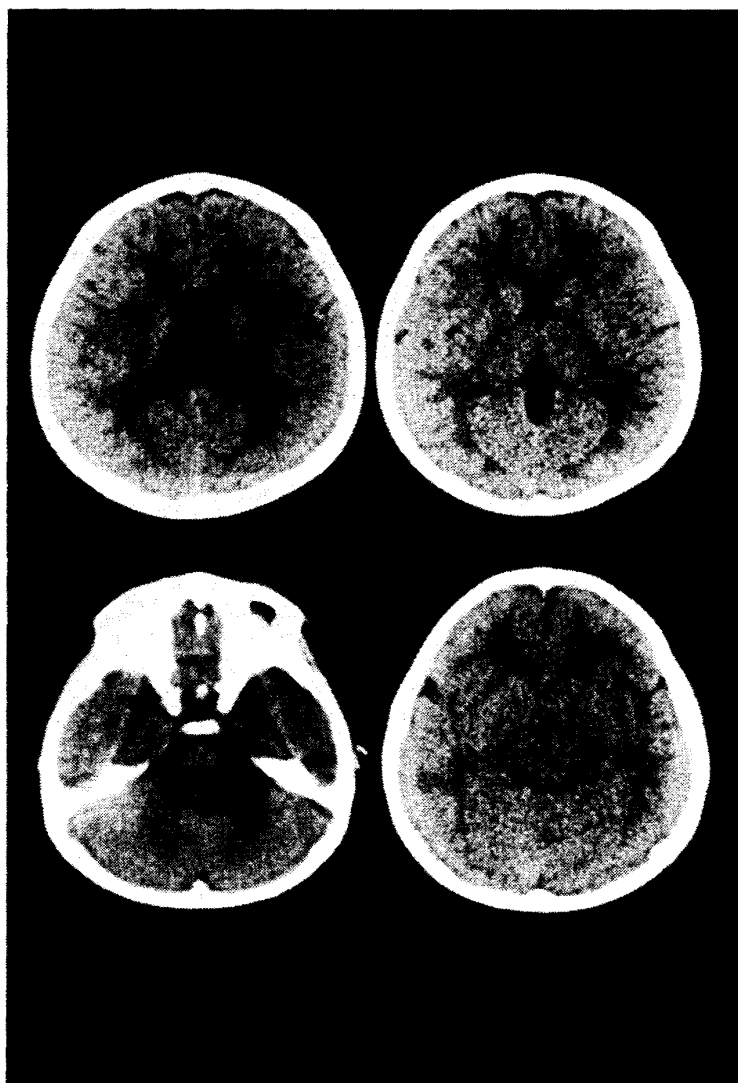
Brain computed tomography
